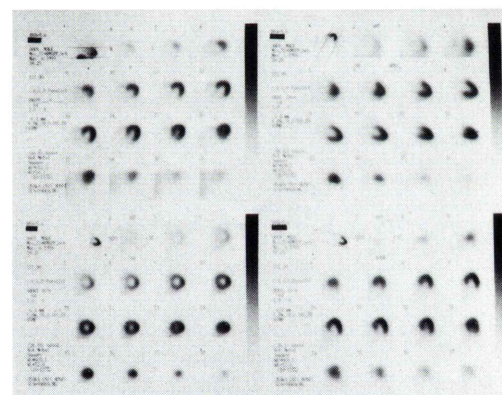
Thallium SPECT of typical normal 63-year old female case. 111 MBq of Thallium was injected 3–6 hours after meal at rest. SPECT data was acquired 15 minutes after thallium injection by single headed camera with LEHR collimator in 16 minutes 180 degree data sampling.
